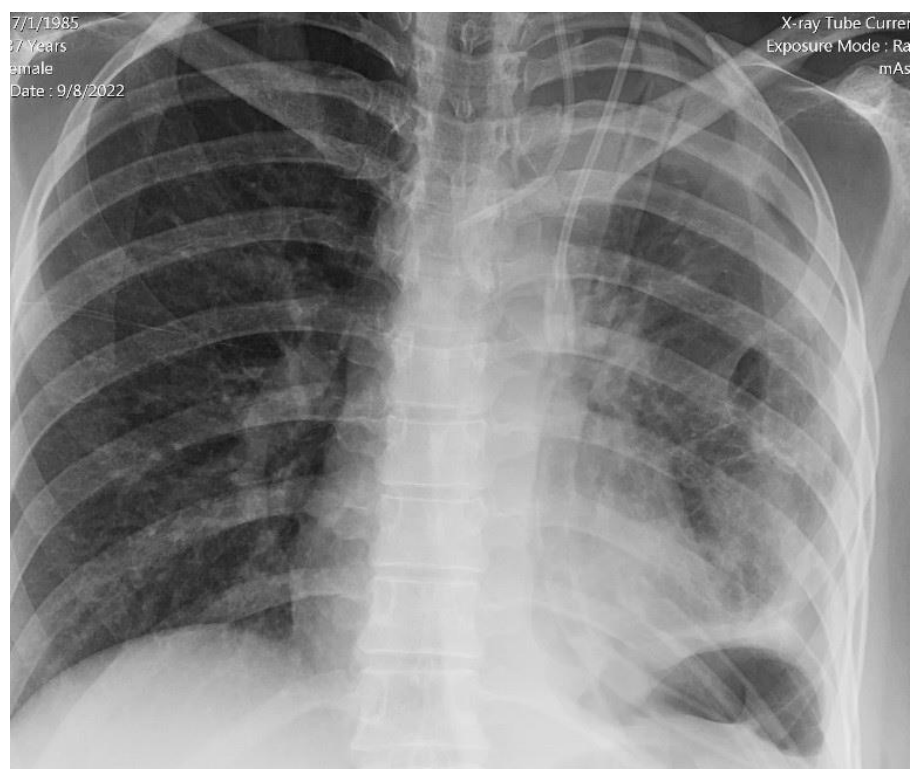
Рентгенография больного С. после бронхоблокации
